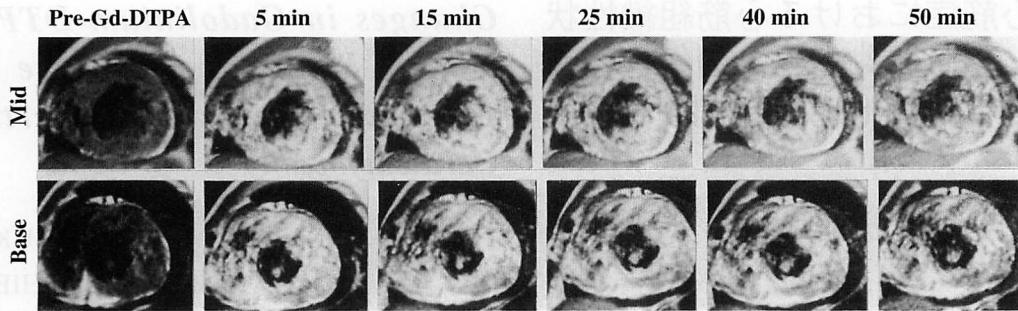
Time course of MR imaging in hypertrophic cardiomyopathy patients in the diastolic phase
